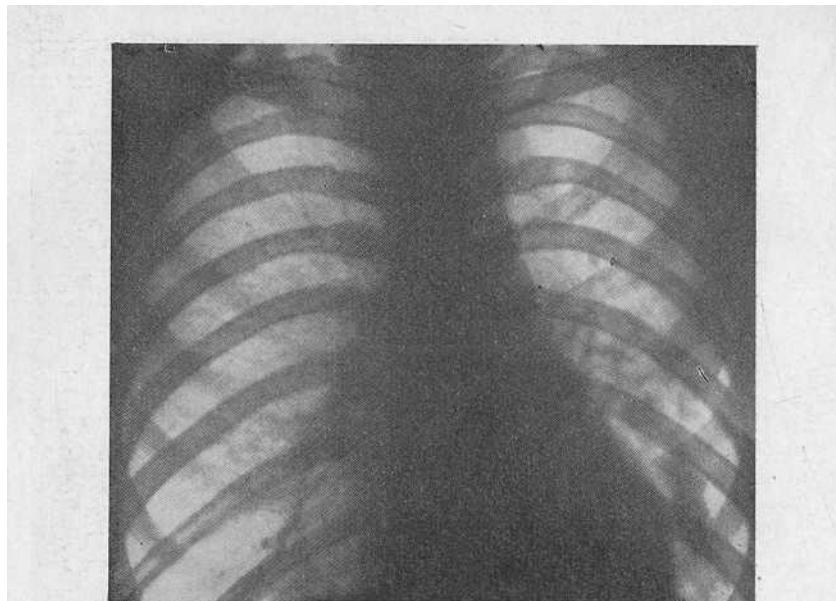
Рентгенограмма больного Б. Нижняя доля левого легкого неравномерно затемнена, уменьшена в объеме. Сердце смешено влево.
